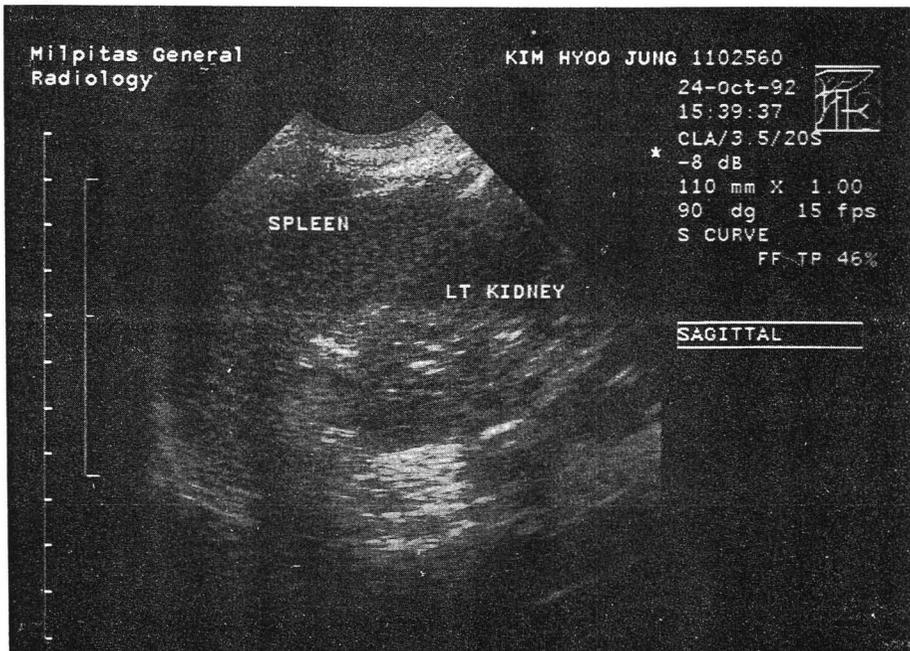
Ultrasound study 2 months after splenopexy demonstrates the normal anatomical position of a well fixed spleen.
